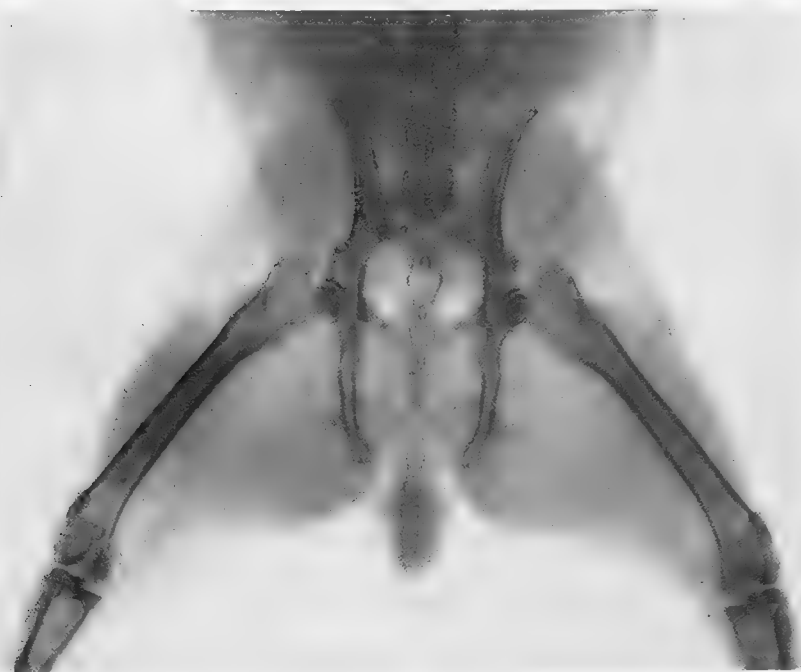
Radiographie de lapin normal.
